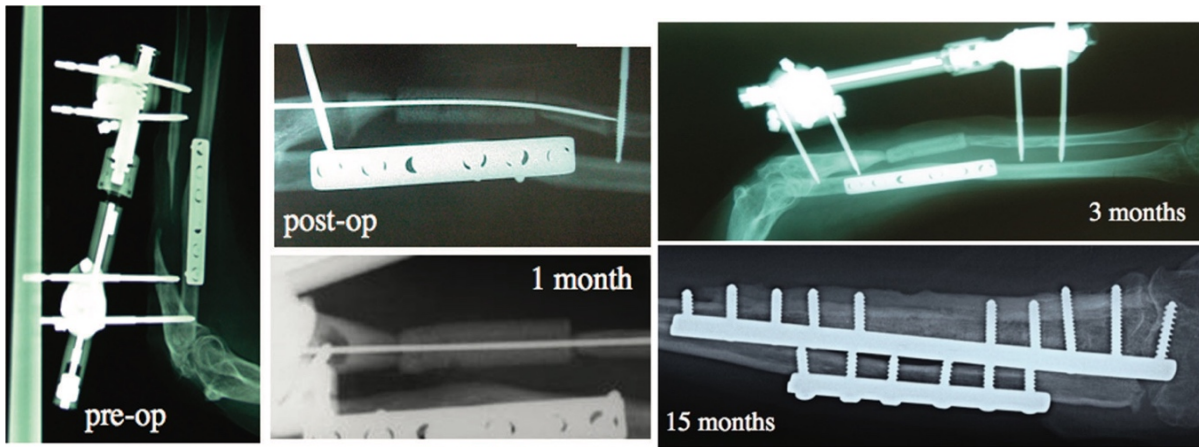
caso 4. La radiografia preoperatoria mostra la perdita ossea di 6 cm nell'ulna distale. Nel post-operatorio è visibile il costrutto ingegnerizzato mantenuto in posizione da un fissatore esterno e da un filo K posto all'interno del canale midollare. Rispetto agli altri casi, la matrice impiantata è meno lucente a causa della maggiore porosità del biomateriale. A 1 mese dall'intervento, è evidente un principio di integrazione tra osso e costrutto. Dopo 3 mesi, si osservano la formazione iniziale del callo e l'integrazione dell'impianto, ma è ancora presente la linea radiolucida all'interfaccia osso-impianto. La valutazione radiografica a 15 mesi risulta complicata a causa della presenza degli inserti metallici utilizzati per l'osteosintesi dell'alloinnesto corticale. Tuttavia, si possono notare una completa integrazione dell'impianto e neoformazione ossea in tutto il materiale.
